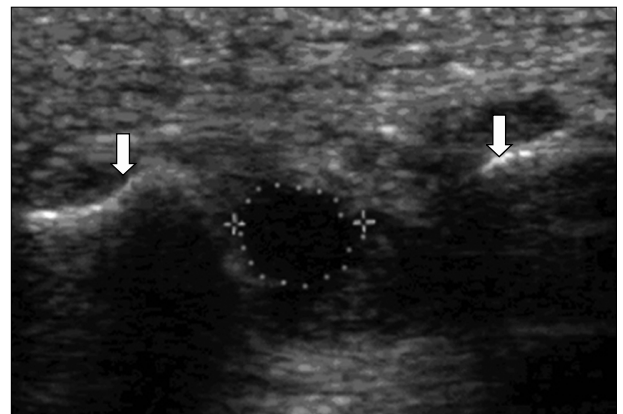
A solitary Morton's neuroma in coronal view of ultrasonography between metatarsal bone head (arrow).
